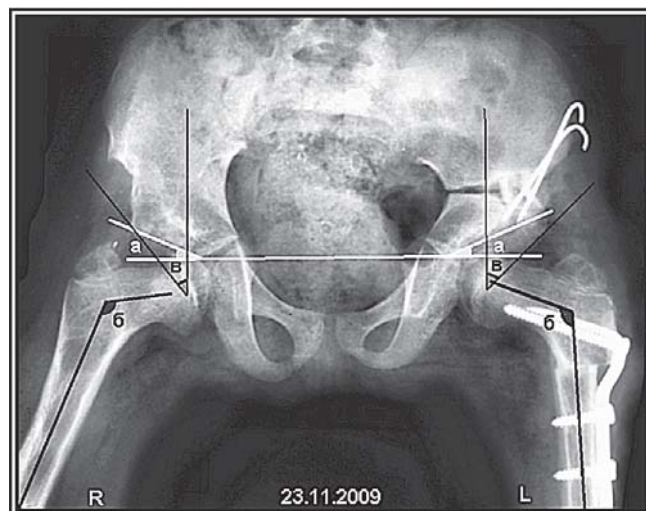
Рентгенограмма таза. Переднезадняя проекция. Врожденный вывих обоих бедер – состояние после оперативного лечения. Черным указаны шеечно-диафизарные углы (углы β) после операции (правый – 120° и левый-113°). Углы Виберга (углы γ) после операции (правый – 40° и левый-45°). Белым указаны ацетабулярные углы (углы α) после операции (правый – 23° и левый-24°).
